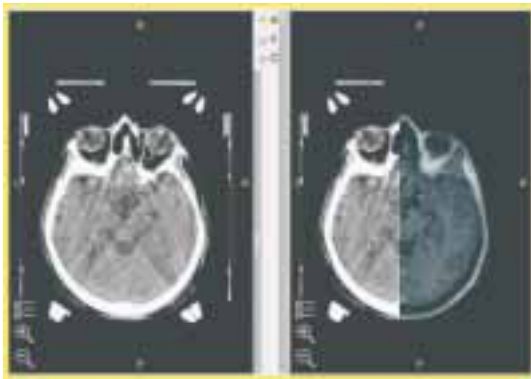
Fusão de imagem de TC estereotáxico com imagem de RM (ponderada em T1, tridimensional, após gadolínio).
